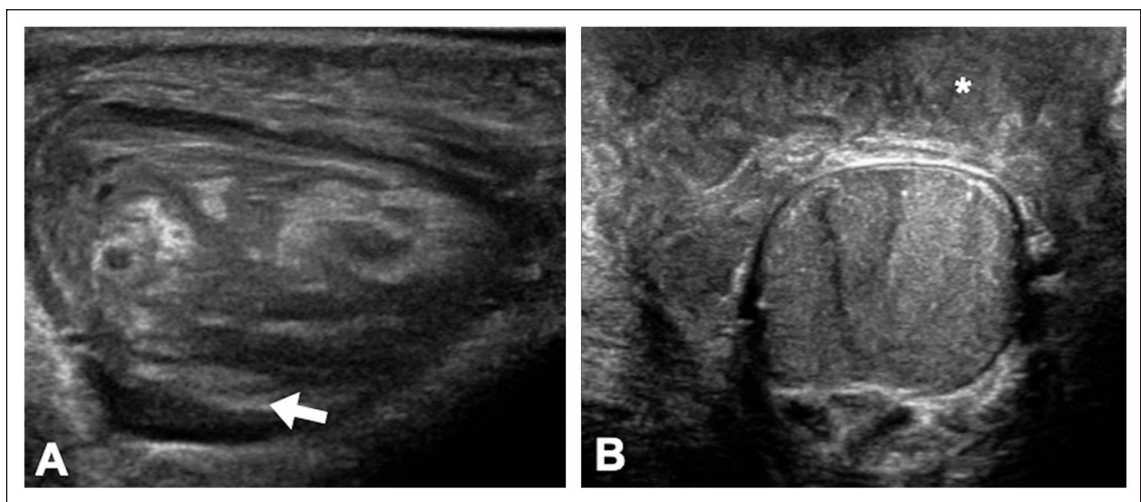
Ecografía inguinal (A) y ecografía testicular (B). A: Cordón espermático rodeado por líquido (flecha). B: Importante edema escrotal (*).
